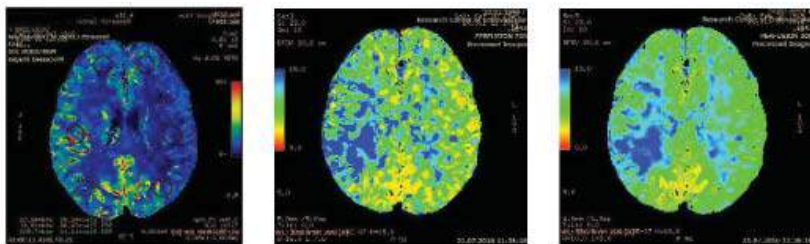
Хвора П., 67 років. Транзиторна ішемічна атака в басейні правої середньої мозкової артерії. Перфузійна мультиспіральна комп'ютерна томографія до ендovasкулярного лікування
